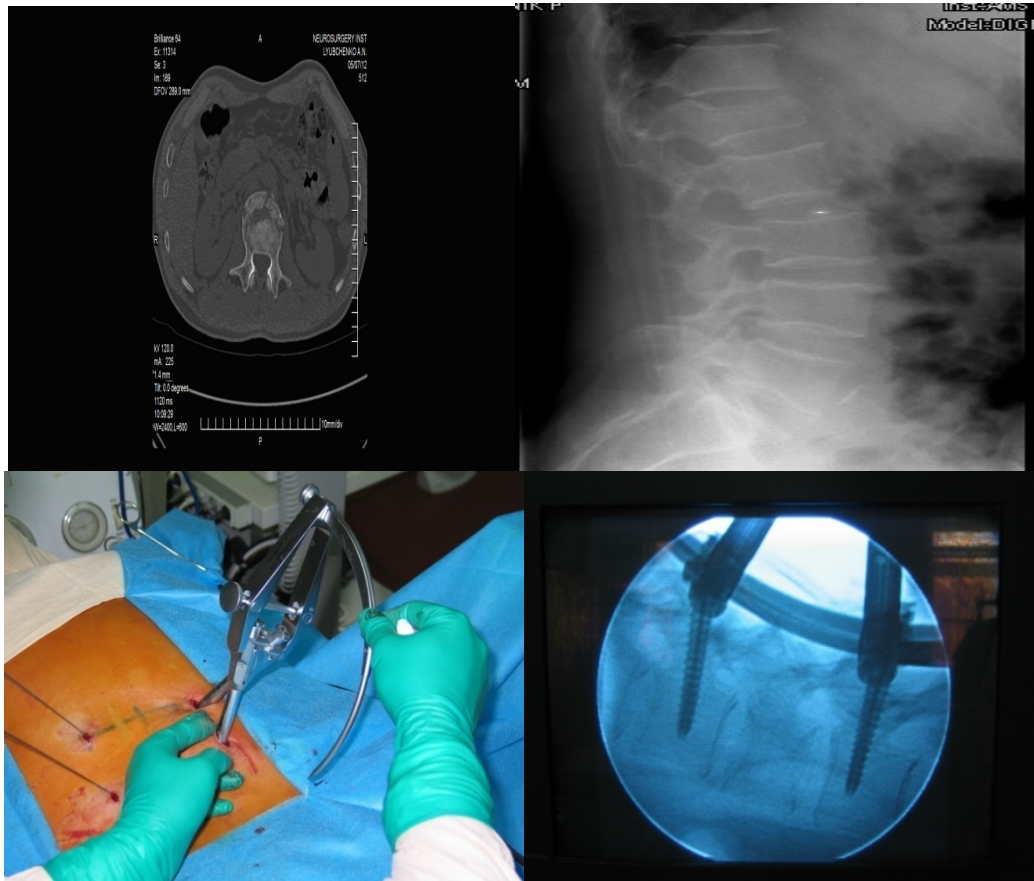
Рентгенологічна картина оперативного втручання хворого Л-ко, 41 рік, спостереження №66, історія хвороби №4154 з постановкою системи ТПФ черезшкірним способом, хворому із компресійно-уламковим переломом L2 хребця по АО/ASIF A2.2.
